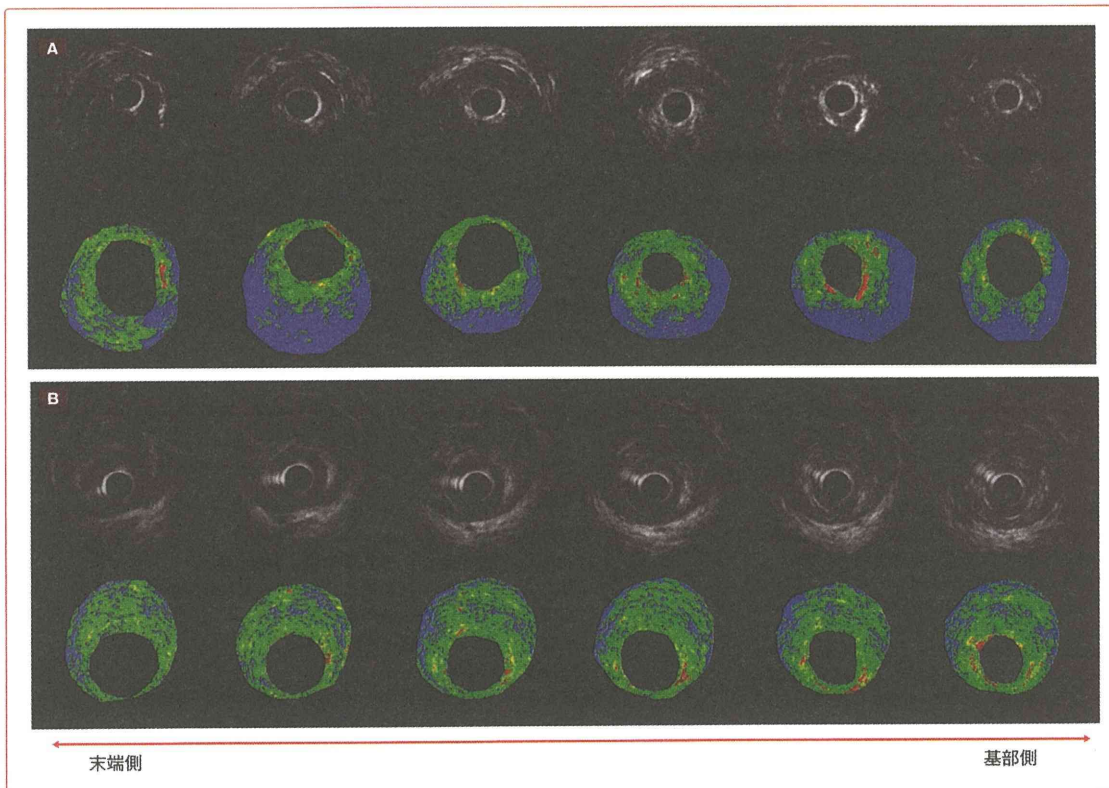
血管内超音波検査によるCKD患者と腎機能正常患者のプラーク状態の比較
